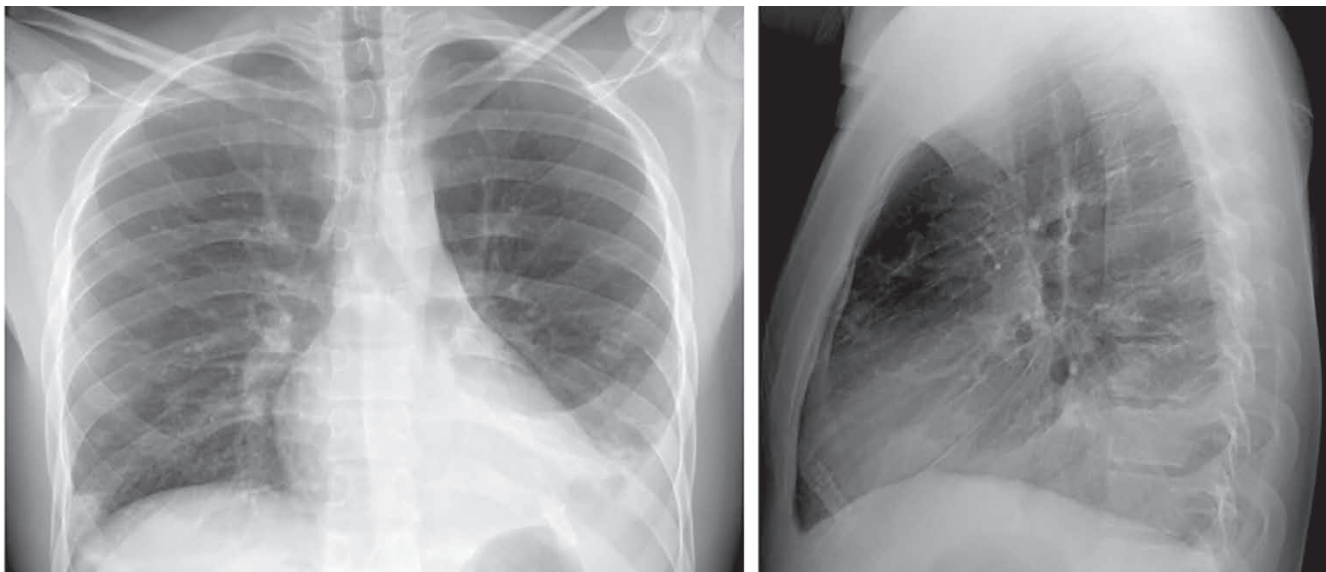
Radiografía de tórax posteroanterior y lateral al ingreso.
